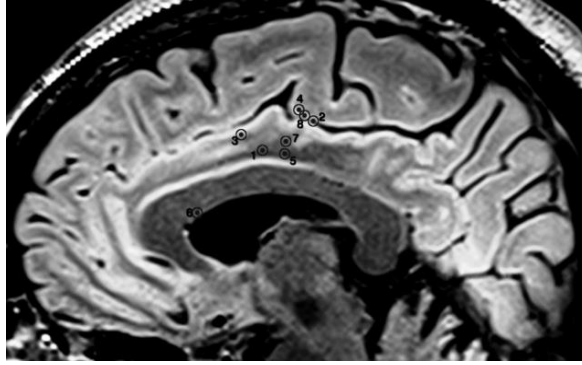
Projection of each site of stimulation on a sagittal view in MRI. Numbers refer to patient in table 1.
